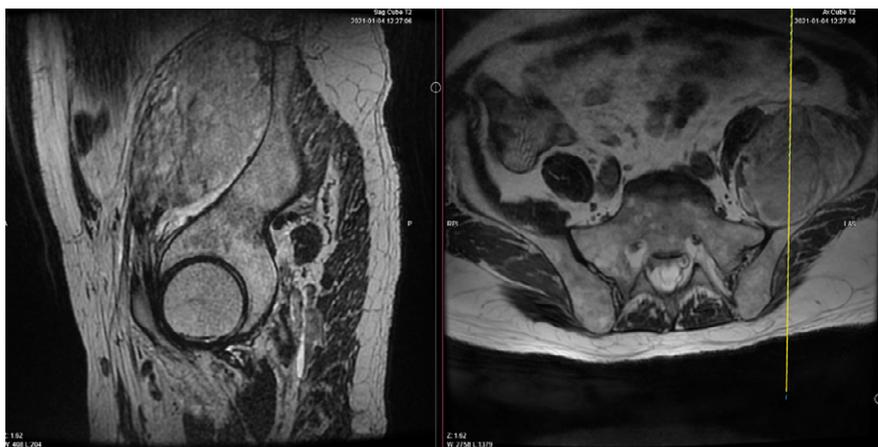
Магниторезонансная томография малого таза
